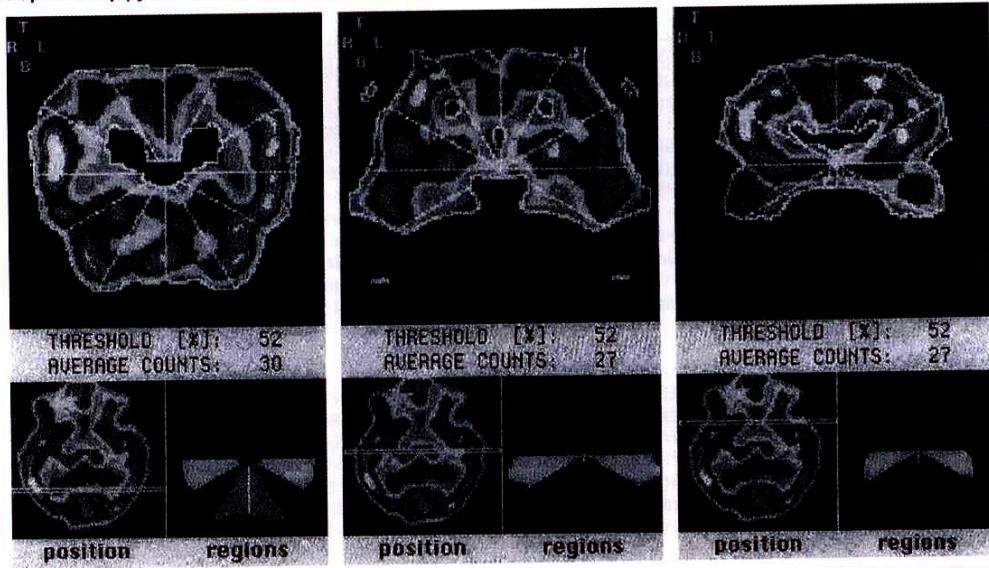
Картина перфузии головного мозга после терапии бисопрололом
